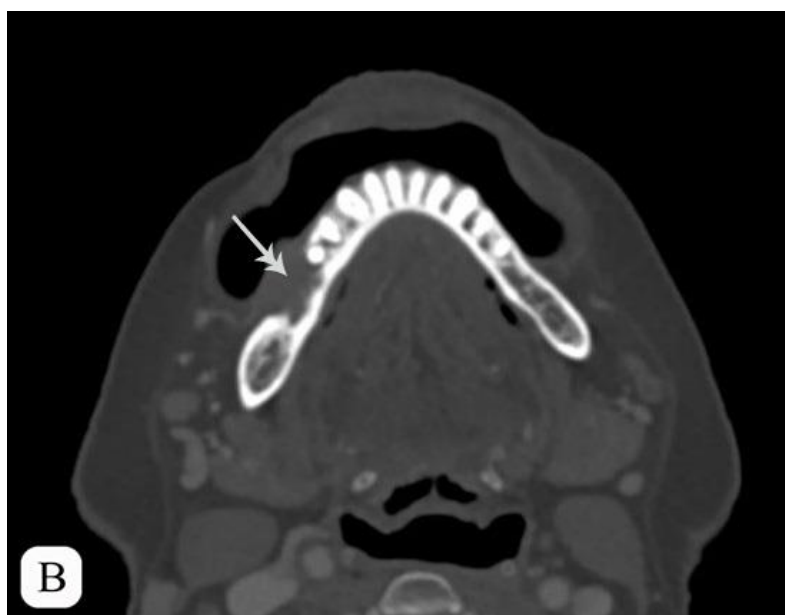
(продолжение). Тот же больной. Компьютерная томограмма тканей полости рта с внутривенным контрастированием. Во фронтальной проекции (б) в области альвеолярного отростка нижней челюсти справа визуализируется дополнительная ткань (стрелка), активно накапливающая КП, средней плотностью +90НУ (min/max +54...+133НУ). В костном окне аксиальной проекции (в) определяется фрагментарная деструкция альвеолярного отростка нижней челюсти (двойная стрелка).
